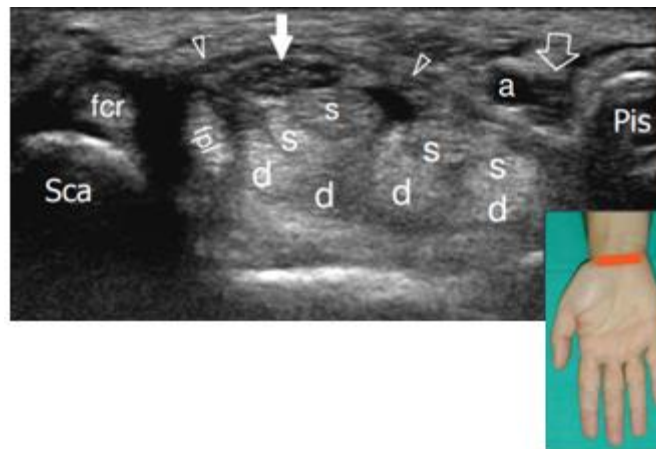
Ultrasonografía del túnel del carpo proximal a nivel del pliegue distal de la muñeca. a: arteria cubital; pis: hueso pisiforme; Sca: hueso escafoide; puntas de flecha: retináculo flexor; d: tendones del flexor profundo de los dedos; fcr: tendón del flexor radial del carpo; fpl: tendón del flexor largo del pulgar; s: tendón del flexor superficial de los dedos; flecha hueca: nervio cubital; flecha blanca: nervio mediano. Obtenido de Beggs I, Bueno A, Cohen M, Court-payen M, Grainger A, Martinoli C, et al. Musculoskeletal Ultrasound Technical Guidelines: III.Wrist. European Society of MusculoSkeletal Radiology. p. 6.
